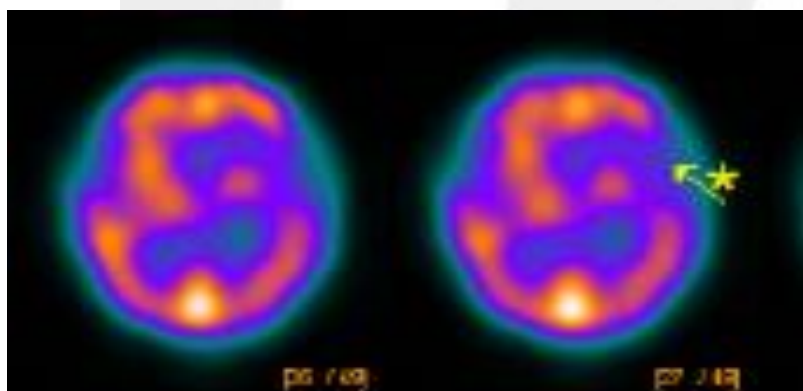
SPECT: hipoperfusión temporoparietal izquierda con compromiso a núcleos basales y tálamo ipsilateral.
